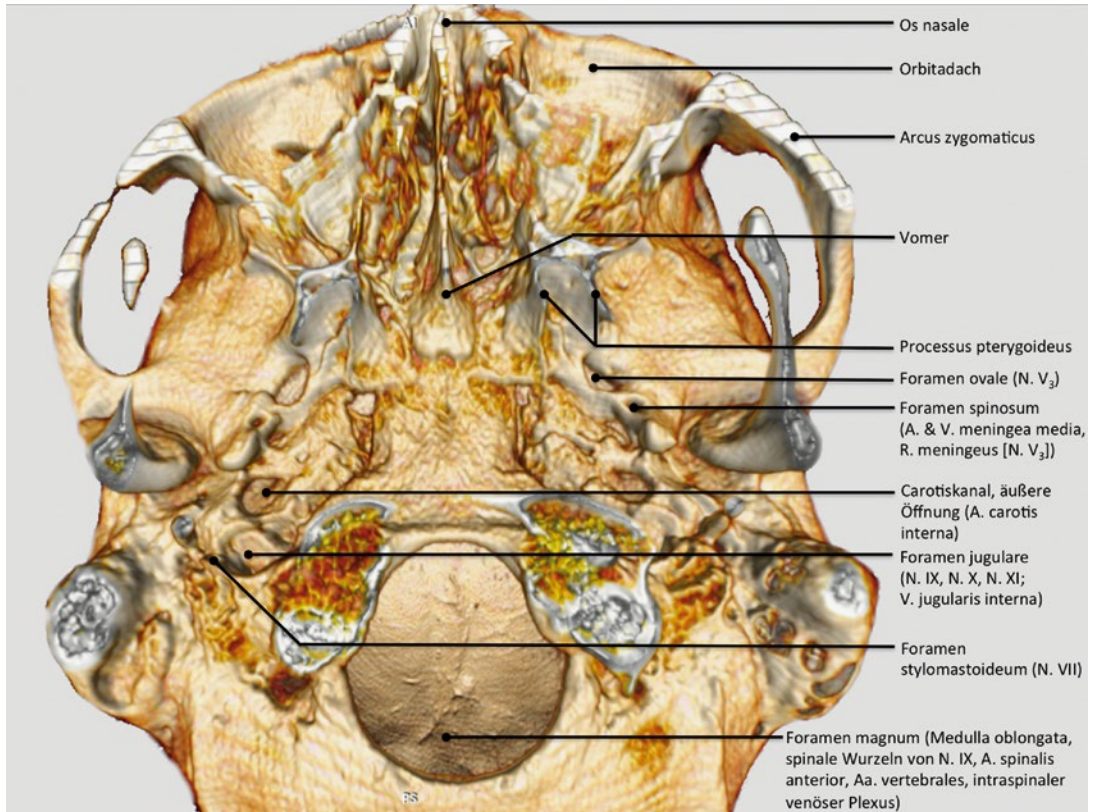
Knöcherne Schädelbasis mit anatomischen Landmarken und den wichtigsten Foramina zur Passage der neurovaskulären Strukturen in einer 3D-CT-Rekonstruktion, Ansicht von inferior
